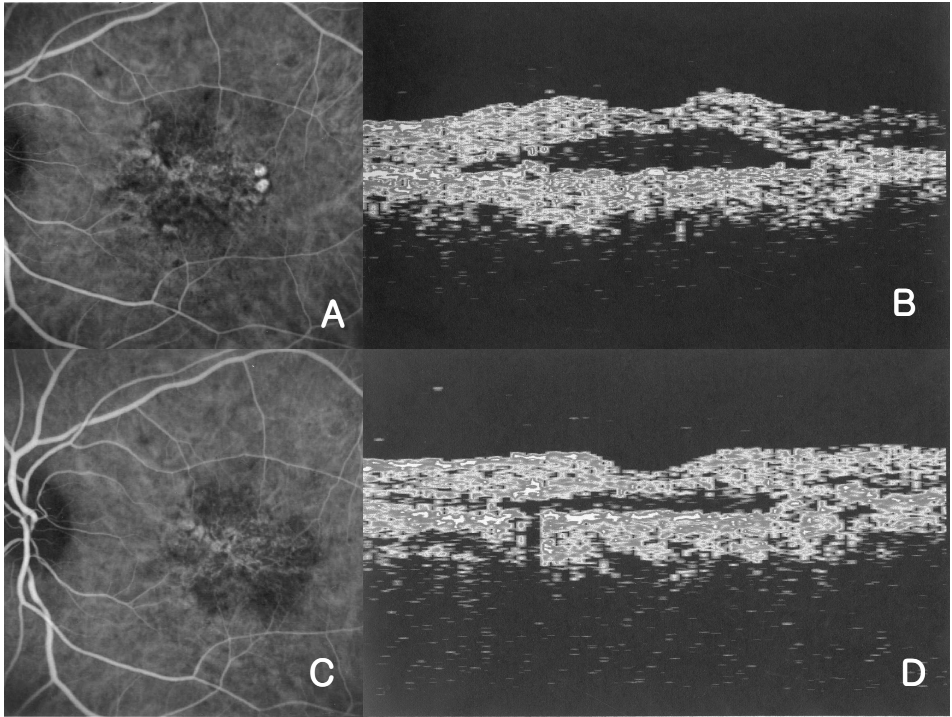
(A)결절맥락막혈관증 환자의 인도사이아닌그린 혈관조영술 사진 및 (B)빛간섭단층촬영 사진. (C)같은 환자의 경동공온열치료 후 인도사이아닌그린혈관조영술 사진 및 (D)빛간섭단층촬영 사진. 치료 전 보이던 결절이 치료 후 소실된 것을 볼 수 있으며, 황반부종의 감소도 확인 할 수 있다.
